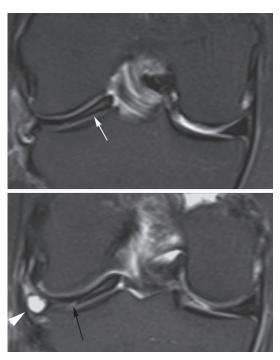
Deux coupes IRM coronales successives en T2 mettant en évidence un ménisque discoïde avec fissuration atteignant la surface articulaire inférieure (flèche).
